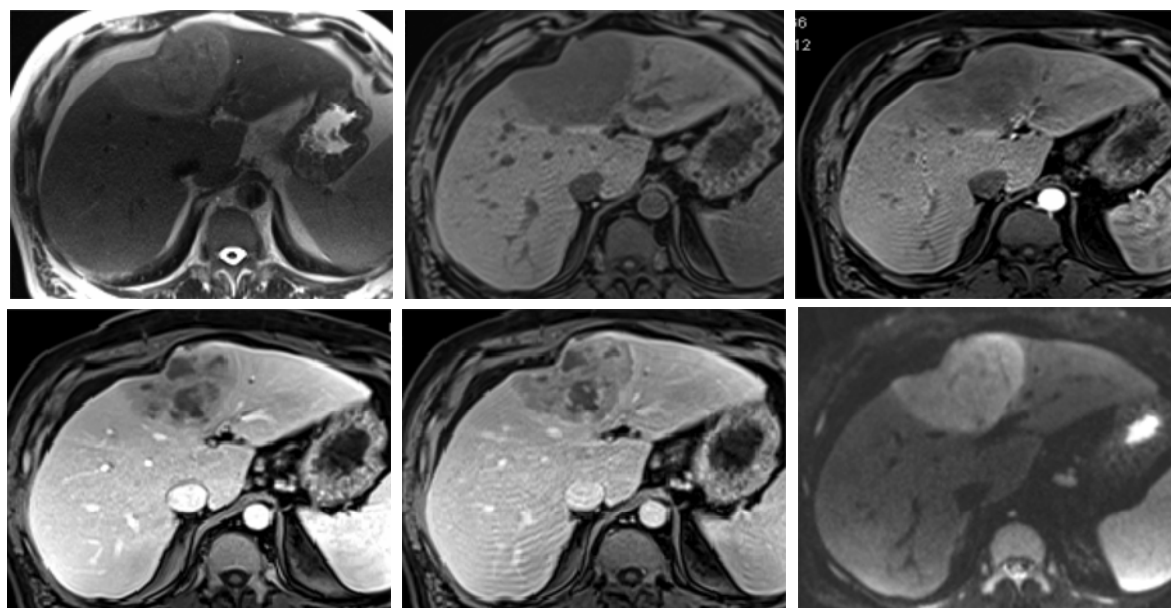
Пациент П. 46 лет, первичная лимфома печени. Аксиальные МР томограммы брюшной полости.
